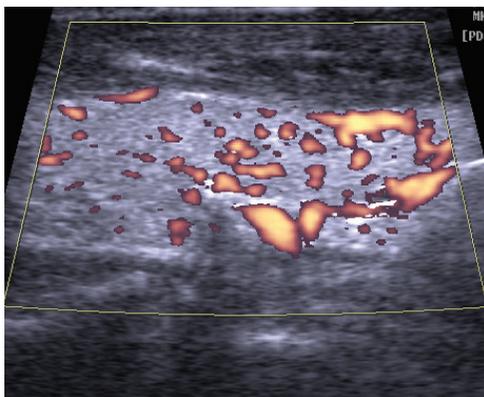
Пациент Б., 60 л., УЗИ (правая доля, продольная проекция, ЭДК). Умеренное усиление кровообращения диффузно во всей доле, с каудальным преобладанием.
